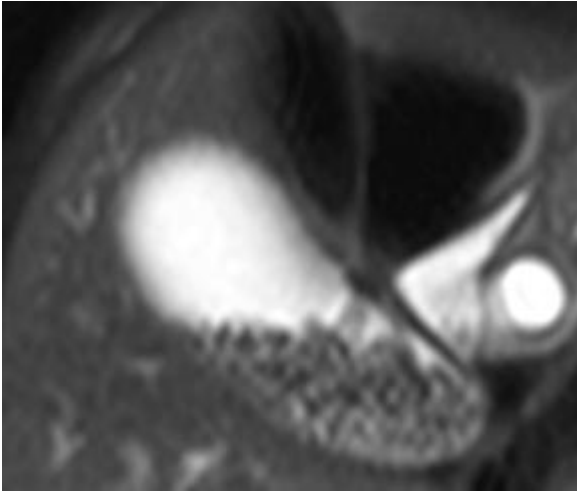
Paciente femenino de 14 años de edad, colangiorresonancia turbo spin echo T2 coronal, donde se identifica vesícula biliar a repleción y con múltiples ausencias de señal redondeadas, en relación a litos.
